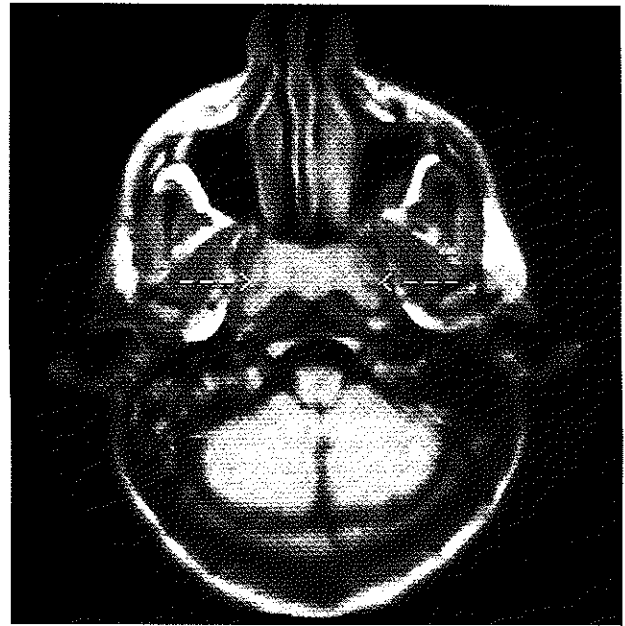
Imagen por resonancia magnética en Spin Eco T₁. Plano axial. Hipertrofia de tejido adenoideo en cavum rinofaríngeo.
